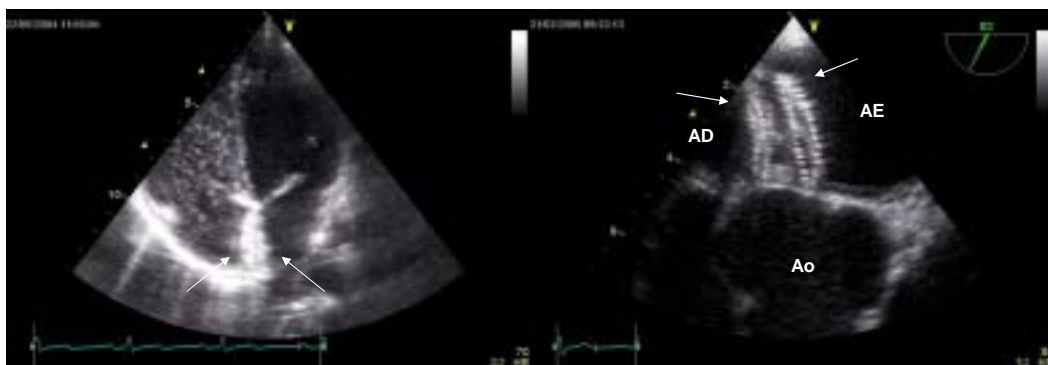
Esquerra*: ecocardiograma-transtoràcic que mostra el dispositiu Amplatzer a nivell del sèptum interauricular, així com l'absència de fugues peridispositiu al no haver pas de microbombolles. *Dreta*: ecocardiograma-transesofàgic: les fletxes assenyalen la posició del dispositiu abraçant l'aneurisma del sèptum i el FOP.
